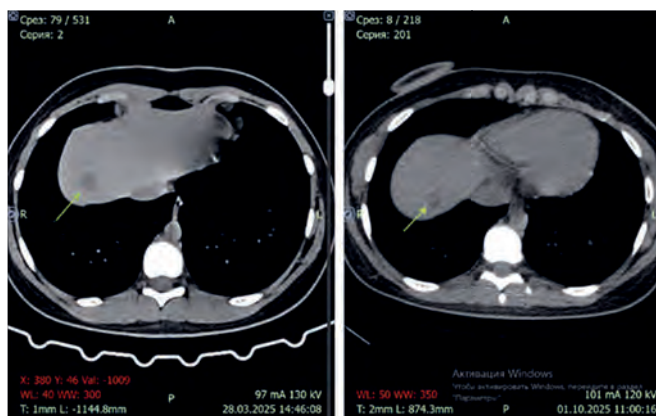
КТ органов брюшной полости. При сравнении исследований от 28.03.2025 и 01.10.2025 отмечается уменьшение размеров гиподенсного очагового образования в S8 правой доли печени с 15 до 11 мм в диаметре
